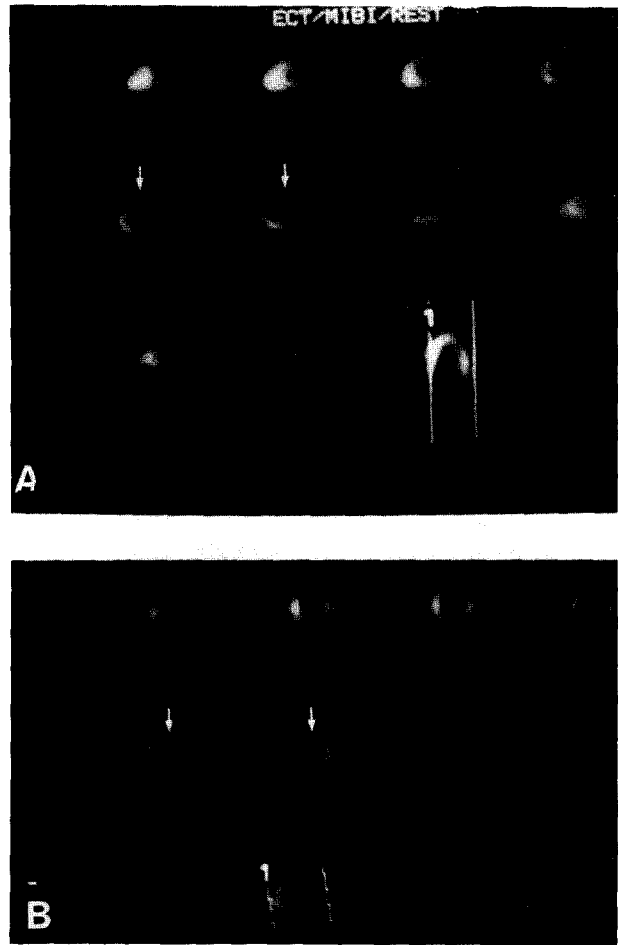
Tomografía con tecnecio MIBI del paciente 4 demostrando defecto de perfusión en los segmentos medio anterior y anterolateral en los ejes largo (A) y corto (B). Las regiones apical y septal están normalmente perfundidas.
